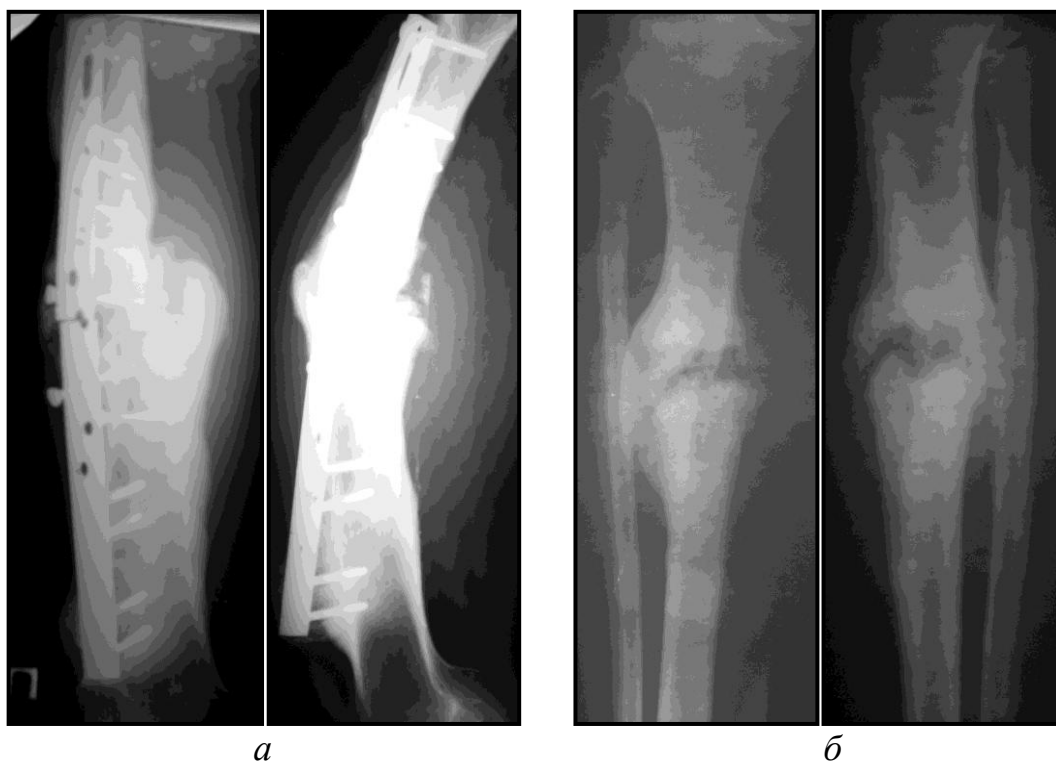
Рентгенограммы правой бедренной кости (а) с гипертрофическим ложным суставом (давность травмы 2 года) и правой голени (б) с гипертрофическим ложным суставом большеберцовой кости (давность травмы 14 мес.).
